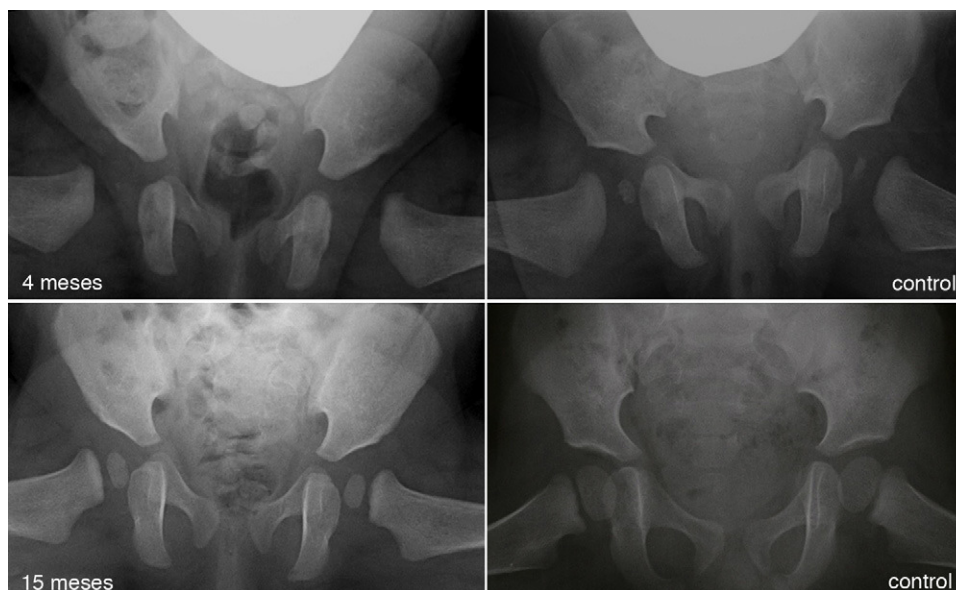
Displasia residual tras el tratamiento con el arnés de Pavlik. La imagen del cuadrante superior izquierdo muestra una radiografía anteroposterior de pelvis de un paciente de 4 meses de edad al inicio del tratamiento con el arnés. La imagen del cuadrante inferior izquierdo muestra una radiografía anteroposterior de pelvis del mismo paciente a los 15 meses de edad donde se observa una displasia acetabular residual a pesar del tratamiento con el arnés de Pavlik. Las imágenes de la derecha corresponden a una radiografía anteroposterior de una pelvis normal a los 4 meses de edad en el caso del cuadrante superior derecho, y a los 15 meses de edad en el caso del cuadrante inferior derecho.
